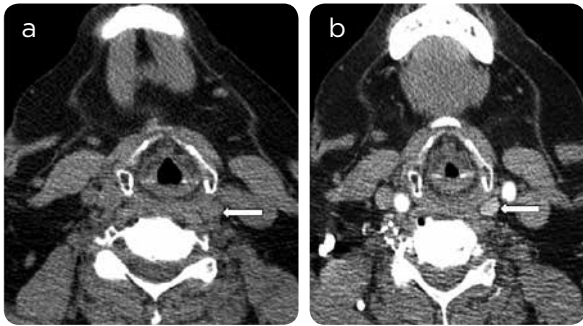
Adenoma paratiroideo en la vaina carotídea. a) TC precontraste axial y b) poscontraste: muestran un adenoma paratiroideo superior izquierdo profundo-dorsal en el cuello, que se encuentra intraoperatoriamente en la vaina carotídea.
